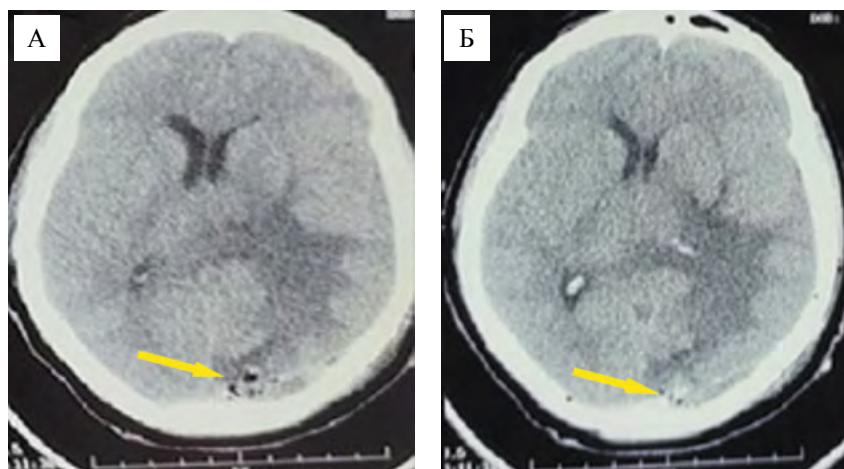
Послеоперационная компьютерная томограмма пациентки К. от 15.02.2008. Состояние после костно-пласти- ческой трепанации в левой затылочной области, удаления менингиомы задней трети фалькса. Желтыми стрелками указаны послеоперационные изменения
